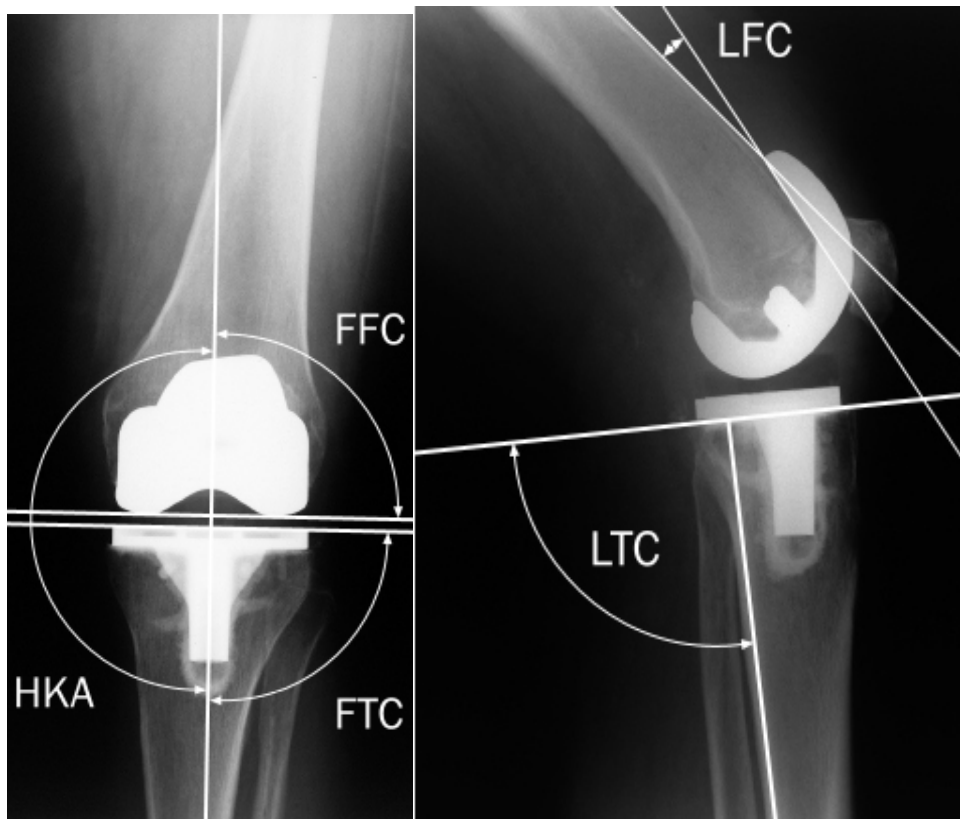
Vermessungswinkel der Röntgenaufnahmen
